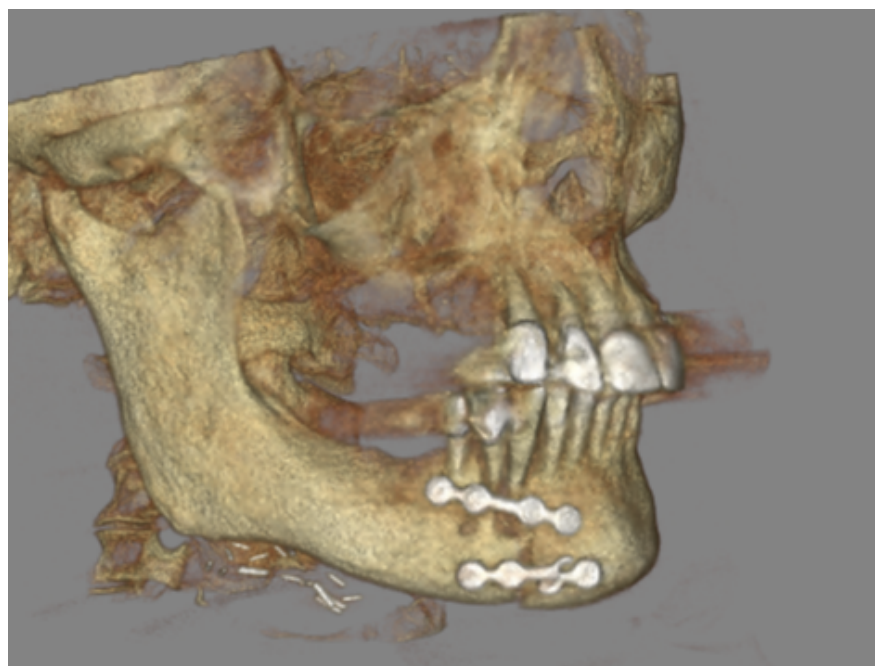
Frakturiertes Osteosynthesematerial im CT.
